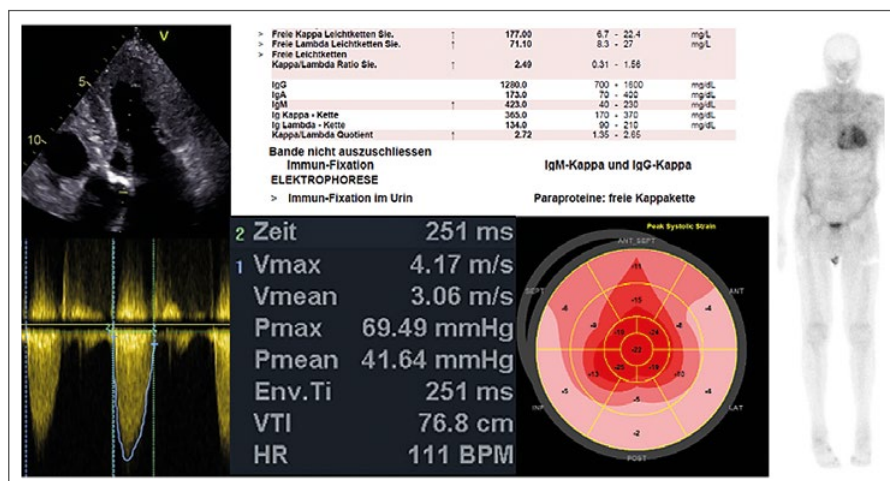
Diagnostik bei dualer Pathologie AS und KA. Strain-Analyse der Echokardiographie, Stress-Echokardiographie mit Anstieg des transvalvulären Druckgradienten, Leichtkettenanalyse und DPD-Knochenszintigraphie.
